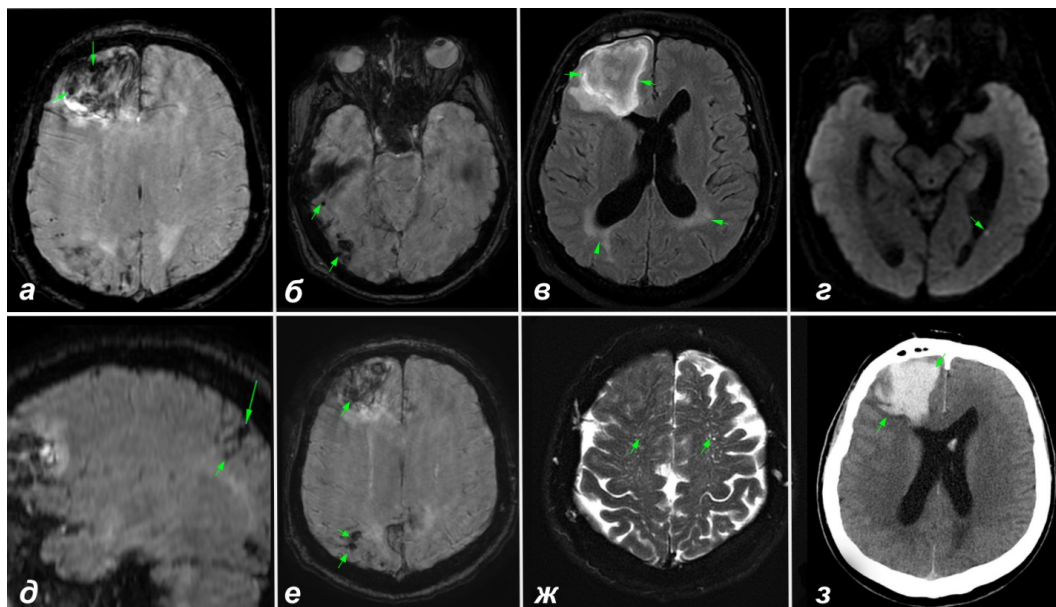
Результаты нейровизуализации пациента Ф: а – корково-подкорковая гематома в правой лобной доле, в структуре которой определяются два микрокровоизлияния, также заметны микрокровоизлияния в затылочно-теменных отделах (SWI); б – субкортикальные микрокровоизлияния в затылочно-височных отделах справа (SWI); в – задний лейкоареоз с тенденцией к распространению к полюсу затылочной доли (Fazekas 3) (FLAIR); г – микроинфаркт в левой височной доле (DWI); д – микрокровоизлияние, переходящее в корковый поверхностный сидероз (SWI); е – субкортикальные микрокровоизлияния в теменно-затылочных отделах справа (SWI), всего идентифицировано 27 микрокровоизлияний; ж – МРТ-видимые периваскулярные пространства в области полуовального центра (MacLulich 3) (T2); з – корково-подкорковая гематома в правой лобной доле с проникновением крови в субарахноидальное пространство, край гематомы – без явных пальцевидных вдавлений (КТ)
